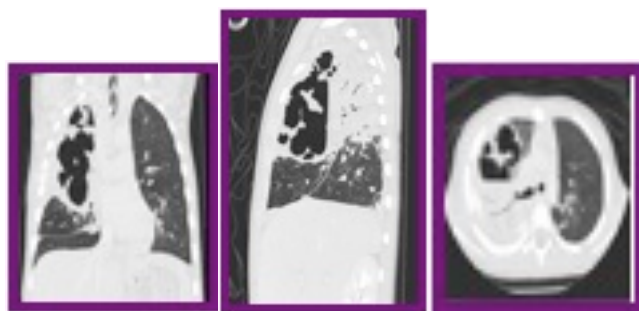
Tomografía de Tórax
